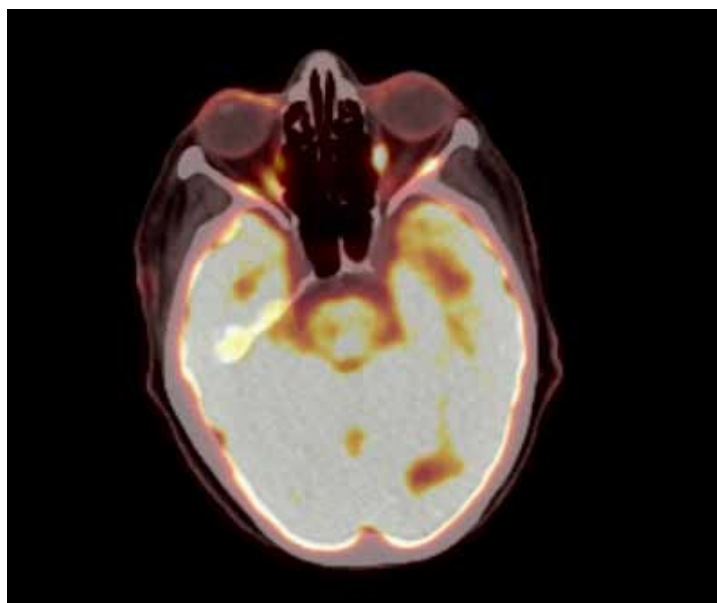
Corte axial de PET-TC cerebral con fluorodesoxiglucosa-F18, se observa captación en región temporal derecha con ligero aumento del metabolismo (SUVmax 2.9) sugestivo de etiología inflamatoria.
